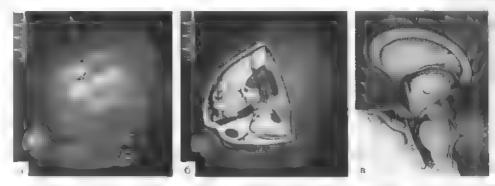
П ганирование эн госкопической вентрику гостомия III желудочка мо на т о презмерныя МРТ реконструкция головы оольного с окклюзновной (идропефациен. Пы ри г расктория, то которон элдоской следует провести в 111 же удочек скволь мэт огос в нес во сред ни роз и озверстие Молро в запазомня ерединаой (чанита впои) поское з м и . И жак по соложение этдоскона, которын висдет в просвет III желудо жа скио и правос - въерстве М. про. Дво III же, удечка перфорировало, и в межвожковую дястер ју въст. и клити ј Фогарти с раздуваемым баллоном.
